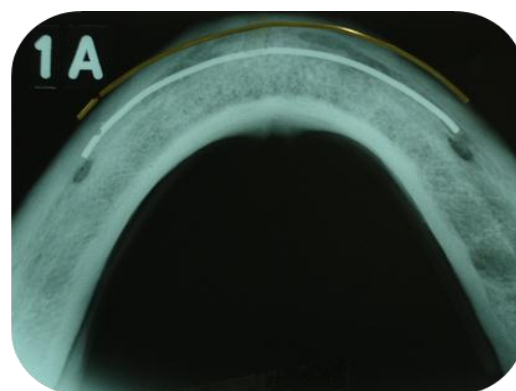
Fio de cobre com o mesmo formato e curvatura do fio metálico, sobreposto à radiografia
